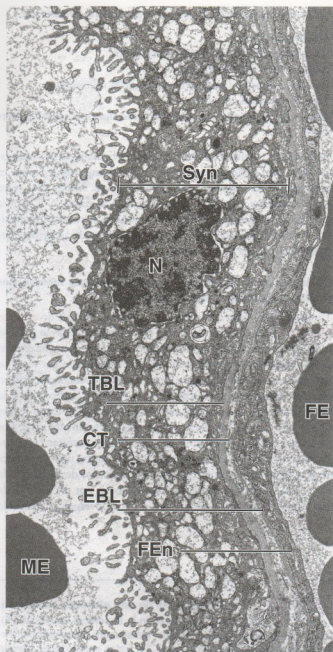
• Barrera placentaria humana en el tercer trimestre del embarazo. En esta microfotografía electrónica se ve con gran aumento la región más delgada de una barrera placentaria desarrollada por completo (el corte no muestra las células citotrofoblásticas que forman una capa discontinua en la placenta humana). El espacio intervilloso que contiene eritrocitos maternos (ME) (a la izquierda) se halla separado de la luz capilar fetal que contiene eritrocitos fetales (FE) (a la derecha). La superficie del espacio intervilloso está tapizada por el sincitiotrofoblasto multinucleado (Syn). Su superficie posee microvelosidades que se proyectan dentro del espacio intervilloso lleno de sangre materna. En el citoplasma del sincitiotrofoblasto hay núcleos (N) múltiples y una abundancia de vesículas de transporte, RER, REL, mitocondrias y algunas inclusiones lipídicas. El sincitiotrofoblasto está apoyado sobre una lámina basal (TBL) que se encuentra separada de la lámina basal (EBL) de las células endoteliales fetales (FEn) por una delgada capa de tejido conjuntivo (CT). 11.000 \times (gentileza del Dr. Holger Jastrow).
